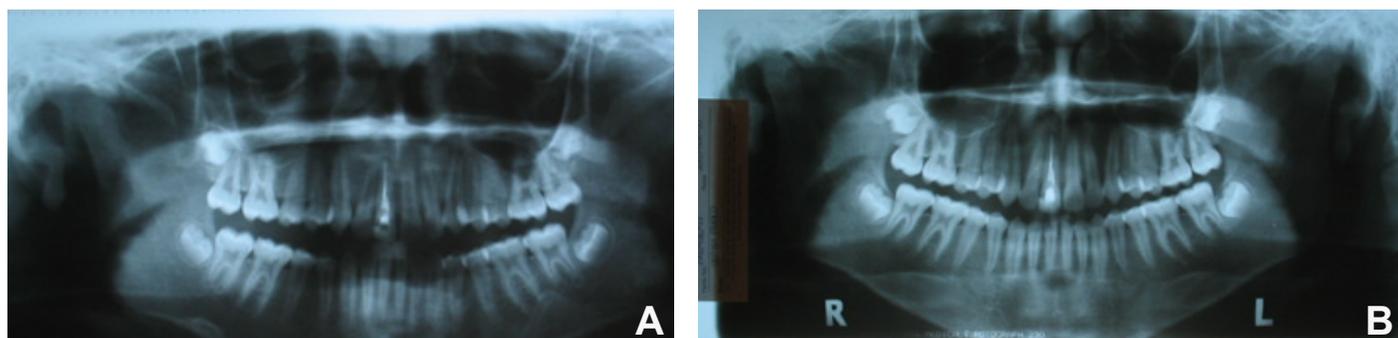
A. Radiografía panorámica inicial (Agosto 2 de 2004). B. Radiografía panorámica final (Noviembre 25 de 2005).
